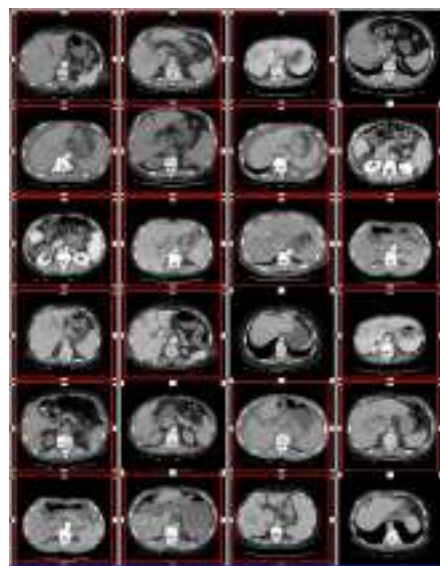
结合非张量积小波全局特征和局部纹理灰度特征的肝癌 CT 图像检索结果
